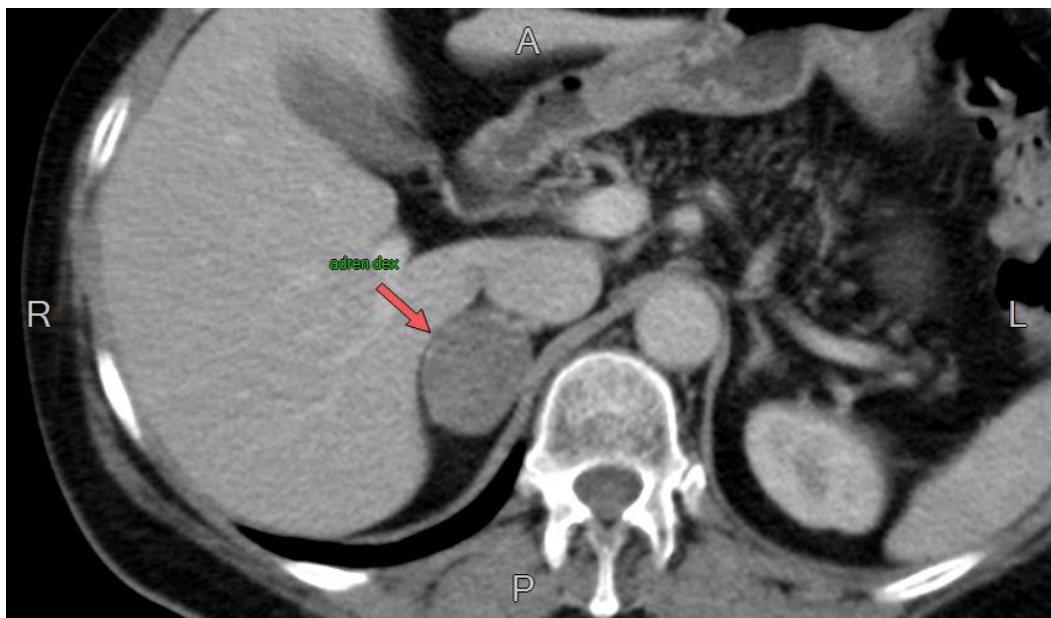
Комп'ютерна томограма: пухлина правого наднирника
